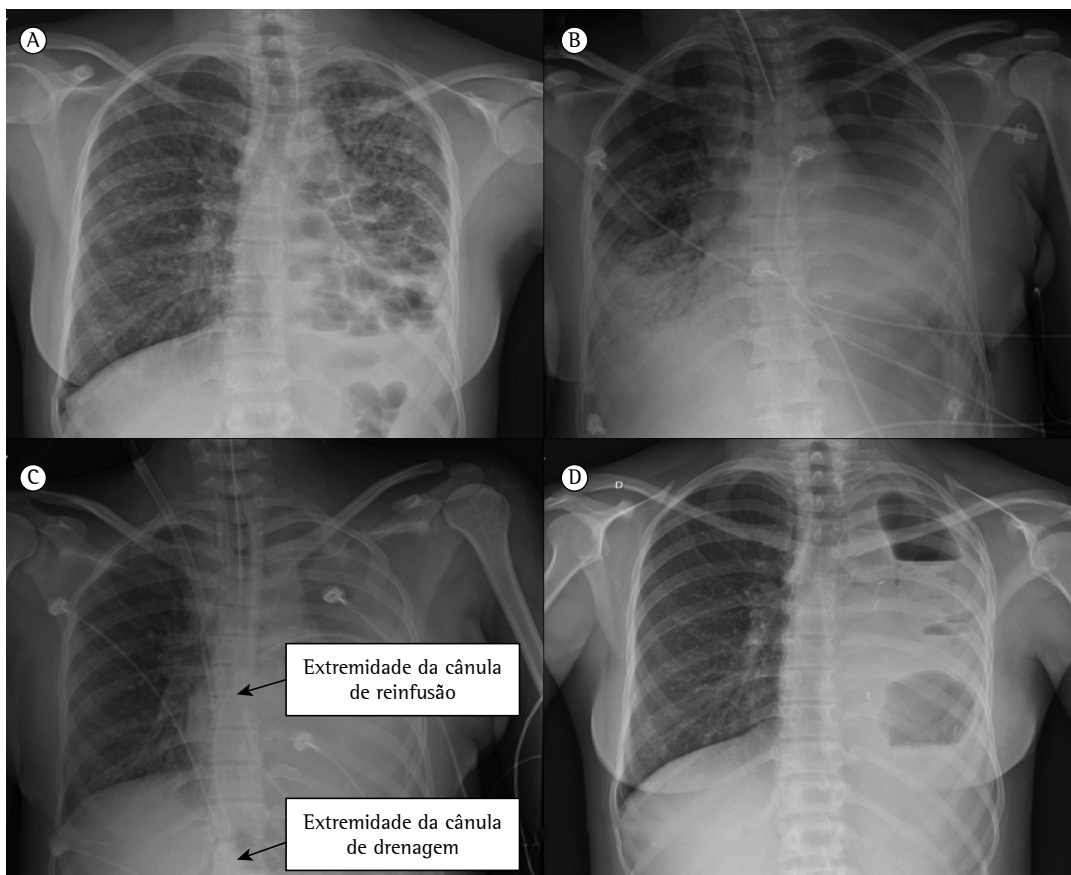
Exames radiológicos que ilustram a evolução da paciente. Em A, radiografia de tórax no pré-operatório de pneumonectomia, com extensas bronquiectasias, redução de volume pulmonar e espessamento pleural à esquerda. Em B, radiografia no 3º dia de pós-operatório, com extensas consolidações à direita e cavidade pleural de pneumonectomia à esquerda. Em C, radiografia no dia do desmame da oxigenação extracorpórea por membrana, no 8º dia de pós-operatório, demonstrando regressão das consolidações à direita. Observam-se as cânulas venosas com as respectivas extremidades no átrio direito (linha de reinfusão) e na veia cava inferior na porção intra-hepática (linha de drenagem). Em D, radiografia retirada três meses após a alta hospitalar, demonstrando a cavidade de pneumonectomia à esquerda quase totalmente obliterada.
